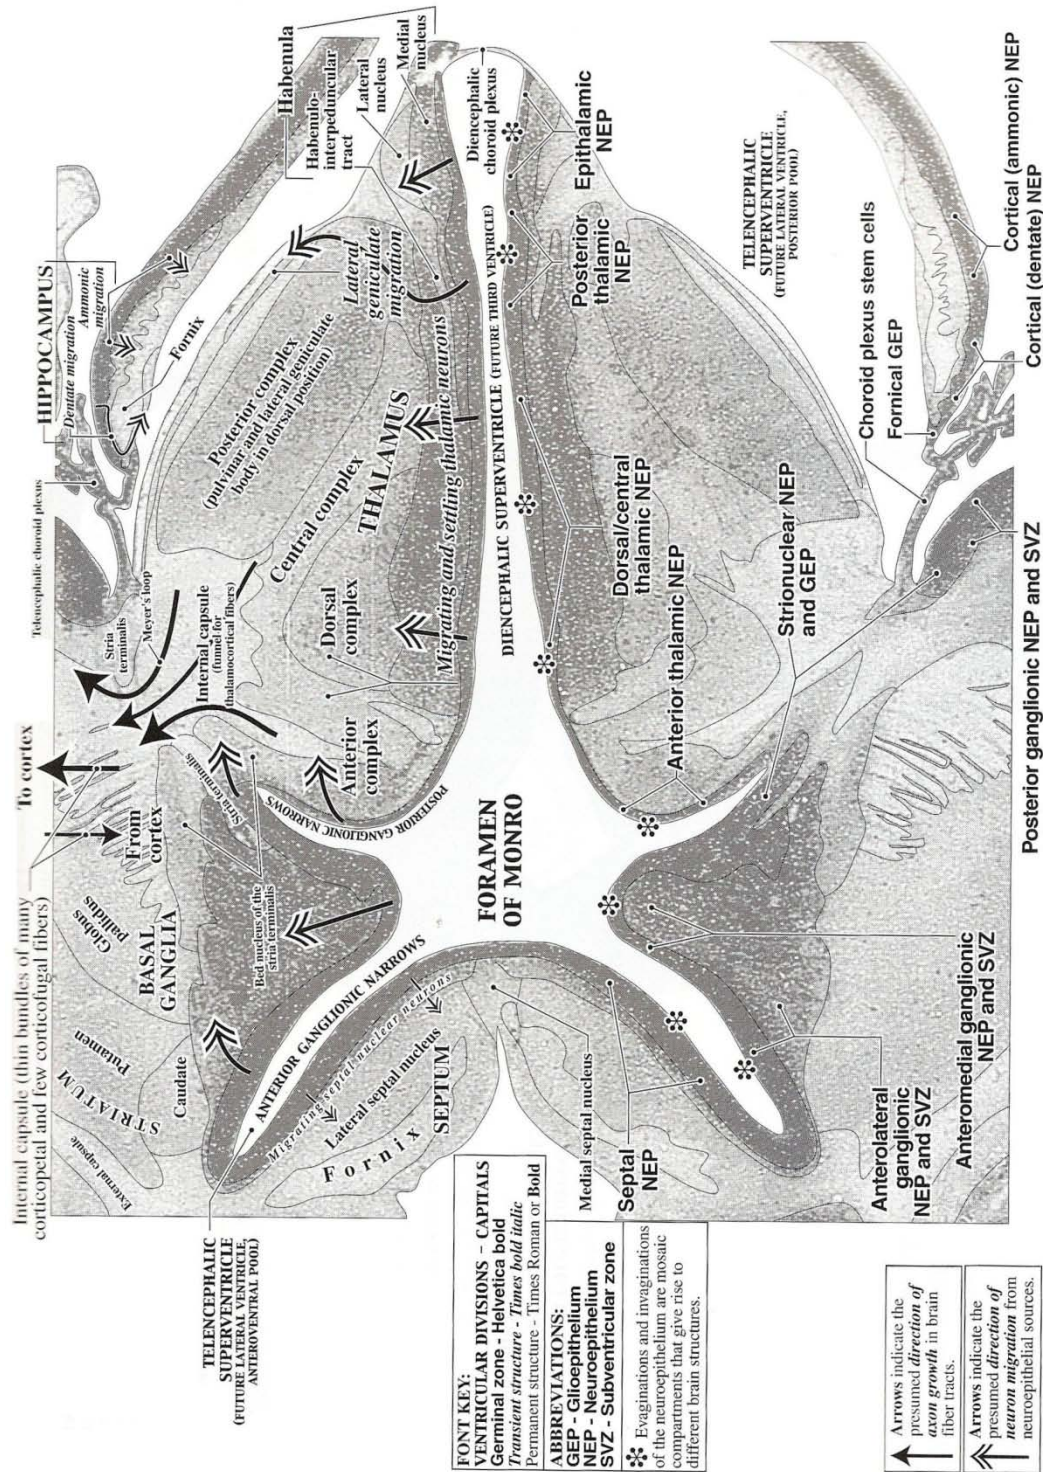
Observe a riqueza de estruturas que normalmente são representadas em tons de gris nas imagens de ressonância magnética convencional. Reproduzido com autorização. (Bayer and Altman 2004)
